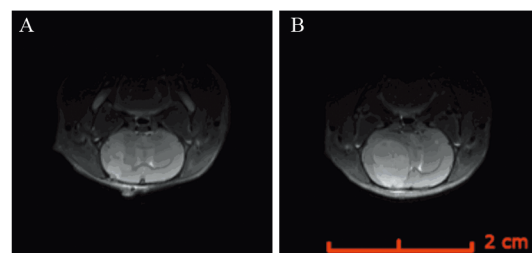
MRI T2像显示种植C6细胞后原位肿瘤在第7天(A)和第22天(B)时的形成情况
